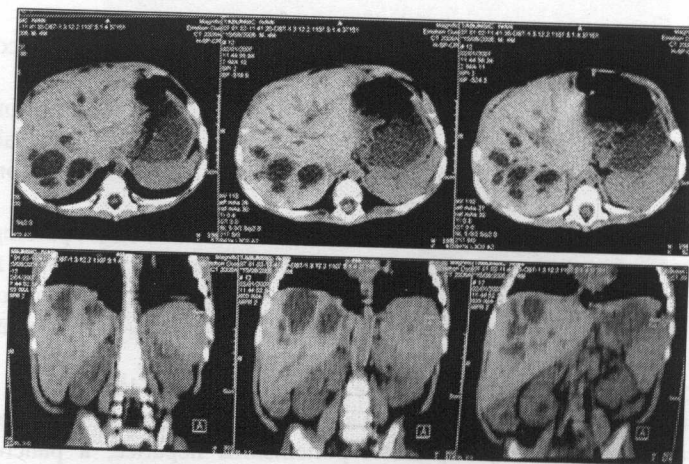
Tomografie computerizată axială preoperatorie: polichistoză hepatică
